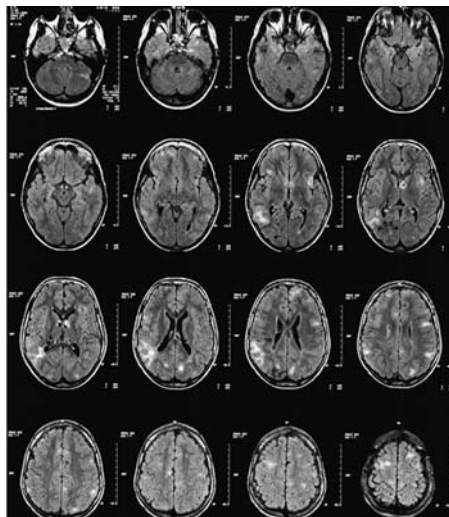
Ressonância magnética de paciente com CET e múltiplos túberes corticais.
